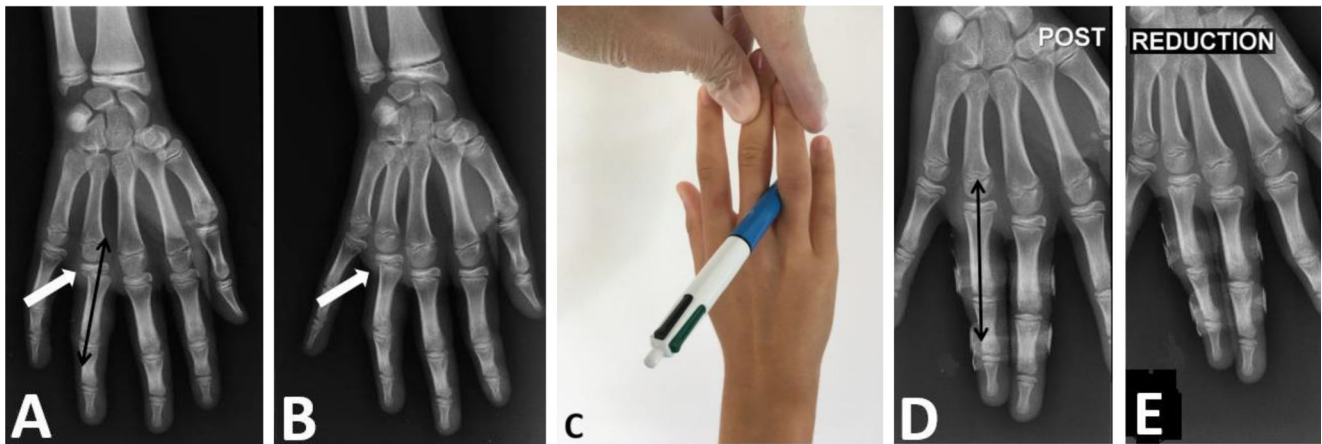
Radiographies de face (A) et de trois quarts (B) de la main droite : fracture de la base de la première phalange du quatrième doigt de type II selon la classification de Salter et Harris (flèche blanche) ; modérément déplacée : ligne de Campbell passant par le bord de la tête du métacarpe (double flèche noire). (C) Réduction à l'aide d'un stylo utilisé comme contre-appui et placé au fond de la commissure. Radiographies de face (D) et de trois quarts (E) de la main droite après réduction et syndactylie : la ligne de Campbell passant par le centre de la tête du métacarpe (double flèche noire)
